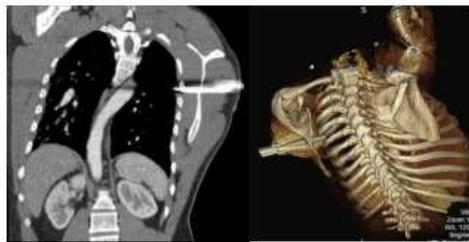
TC que muestra un arma blanca en región escapular izquierda (17)
